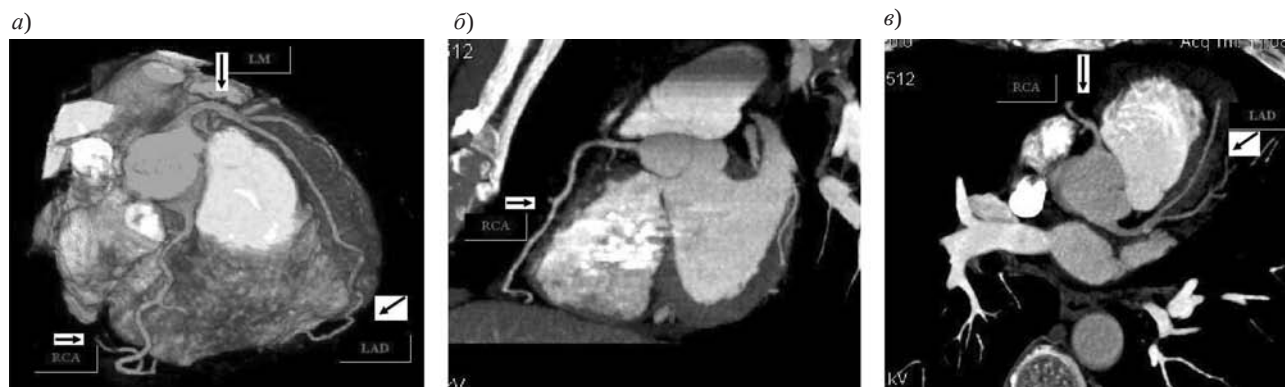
Пациент К., 42 года. МСКТ — ангиография неизмененных коронарных артерий. На VRT реконструкции (а) и MIP-реконструкциях (б, в) изображений отчетливо видны законтрастированные проксимальные, средние и дистальные отделы коронарных артерий
